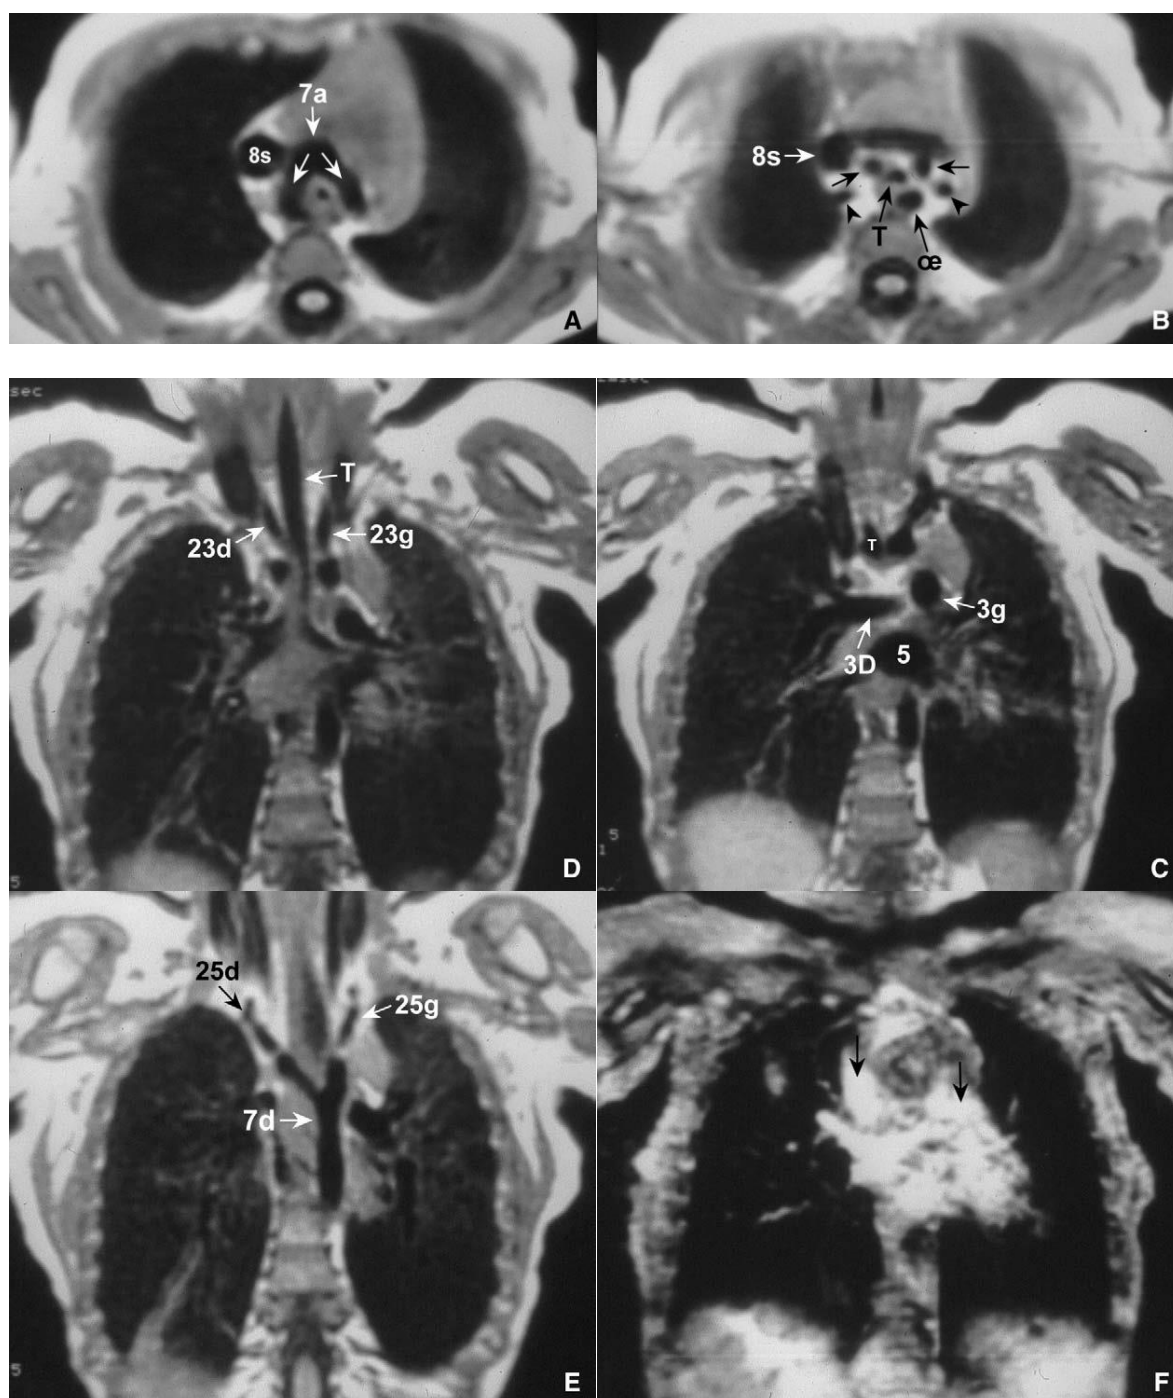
IRM thoracique objectivant un double arc aortique chez un nourrisson de 6 semaines présentant une dyspnée. (29)
